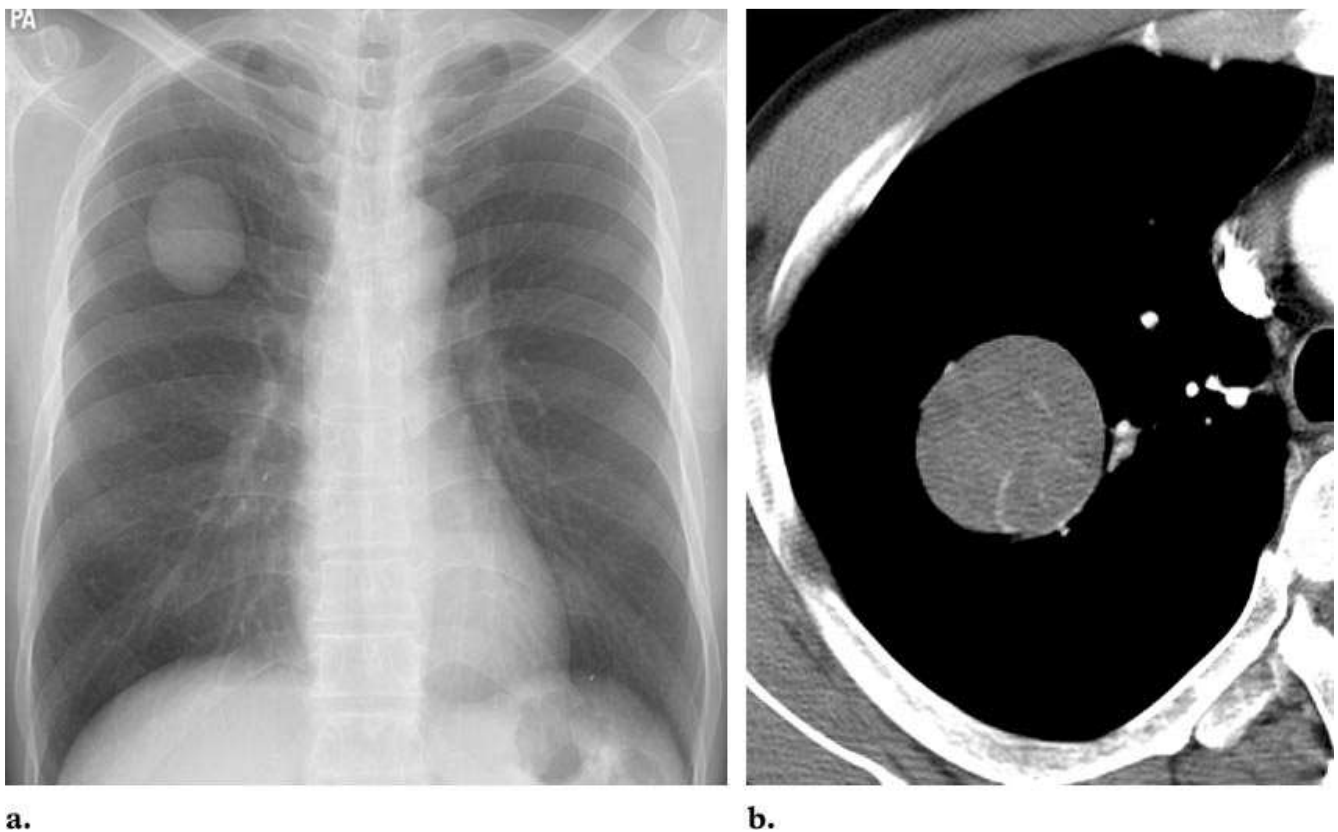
Carcinoïde typique chez un homme de 48 ans. (a) La radiographie pulmonaire montre une masse ronde bien limitée LSD. (b) TDM montre la masse homogène, siège de quelques calcifications [42].
